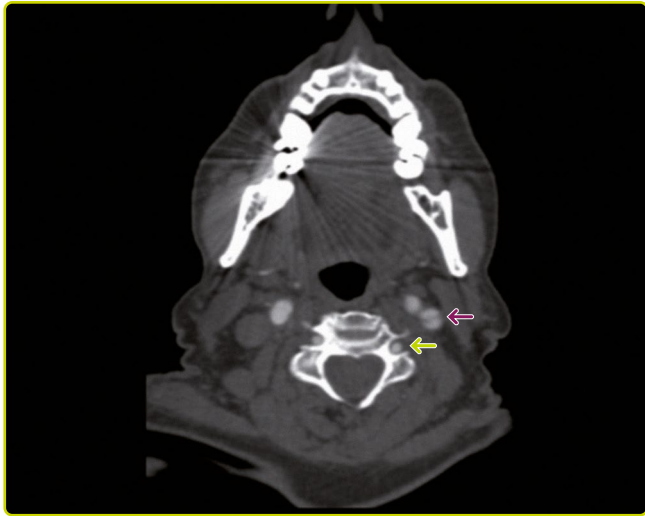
Angio TC de troncos supraórticos que muestra doble luz en la carótida interna izquierda (flecha morada) secundario a una disección carotídea, potencial causa de infarto en pacientes con antecedente traumático. Flecha verde: arteria vertebral sana en el agujero transversal vertebral.
